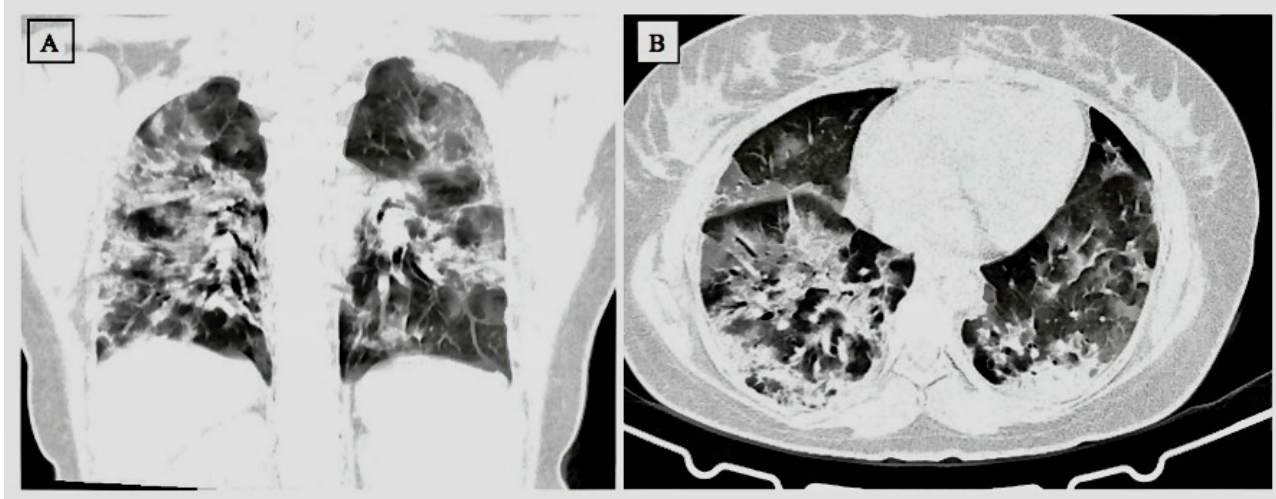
Tomografía computarizada de tórax. A) Corte coronal. B) Corte axial. Se observa acumulación de exudados en la cavidad alveolar; expansión vascular y exudación en el intersticio, consolidación que demuestra luz alveolar fusionada y a gran escala con broncograma aéreo en el interior.
